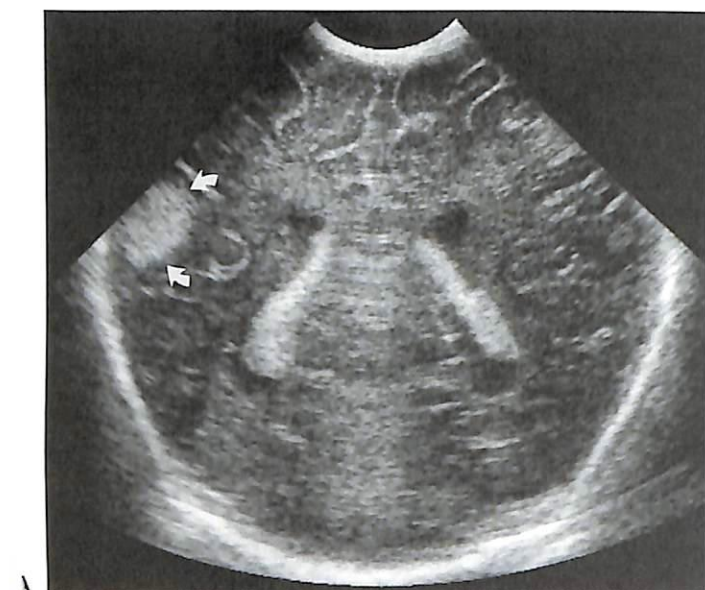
Кортикальное кровоизлияние (вероятен геморрагический инфаркт, доношенный новорожденный). (А) На корональном ультразвуковом срезе определяется очаговая область повышенной эхогенности паренхимы справа (стрелка). (В) Ультразвуковое сканирование в корональной плоскости (1 неделю спустя) демонстрирует, что кортикальное кровоизлияние (стрелка) стало изоэхогенным по отношению к окружающей мозговой ткани. (С) При магнитно-резонансной томографии в корональной плоскости (T2-ВИ, 2 недели спустя) выявляется низкая интенсивность сигнала в связи с гемосидерином в сгустке крови и окружающий отек с высокой интенсивностью сигнала (стрелки).
